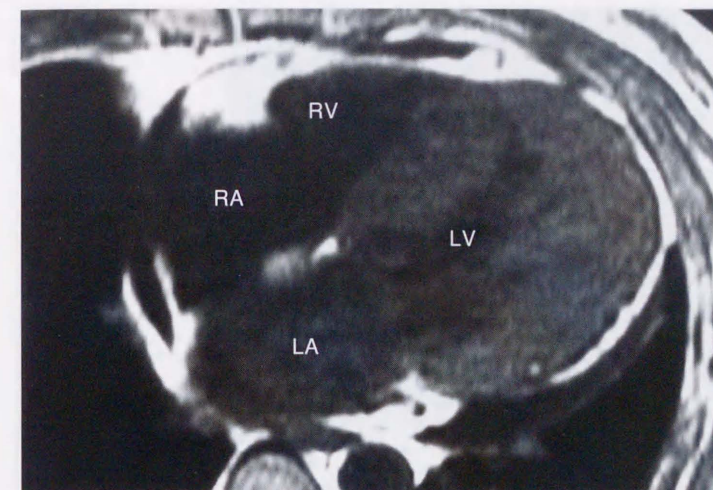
A 52-year-old man with hypertrophic cardiomyopathy. A: Source image of MP-RAGE. B: Short axial reconstructed image of MP-RAGE. C: Short axial view of cine MRI. D: Four-chamber reconstructed image of MP-RAGE. E: Four-chamber view of cine MRI. LV: left ventricle, RV: right ventricle, LA: left atrium, RA: right atrium.
